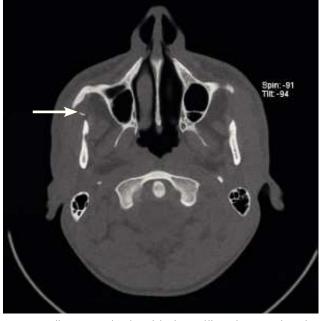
La tomografía computarizada craneal muestra una imagen radioopaca de densidad metálica de aproximadamente 20 mm de largo en la zona del músculo masetero derecho.
